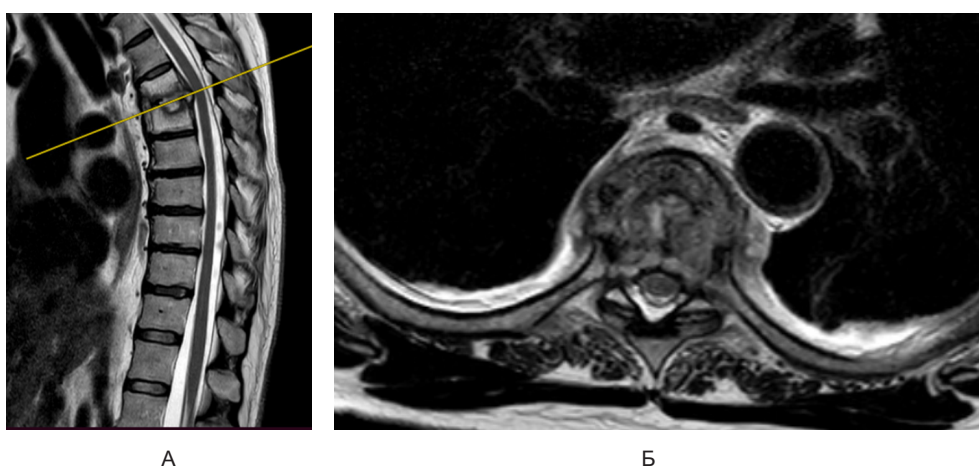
Результаты МРТ-исследования грудного отдела позвоночника:
